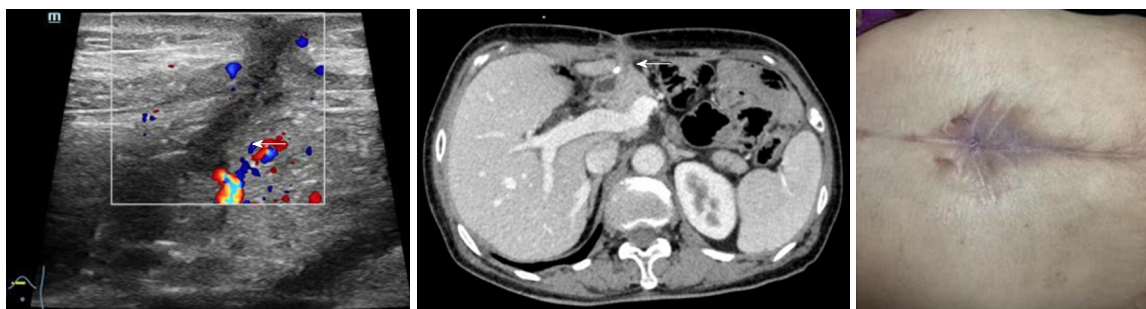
瘘口及瘘道闭合(左图超声、中图增强CT(白色箭头))及皮肤愈合(右图).
